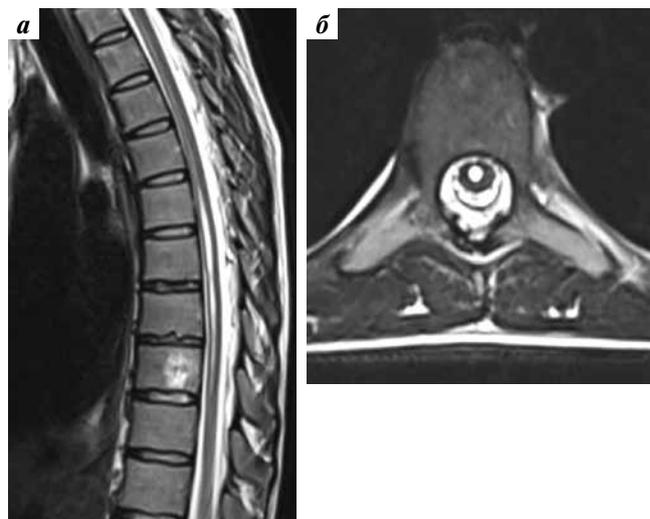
Магнитно-резонансные томограммы грудного отдела позвоночника от 11.11.2022: T2-взвешенные изображения в сагиттальной (а) и аксиальной (б) плоскостях. См. пояснения в тексте
